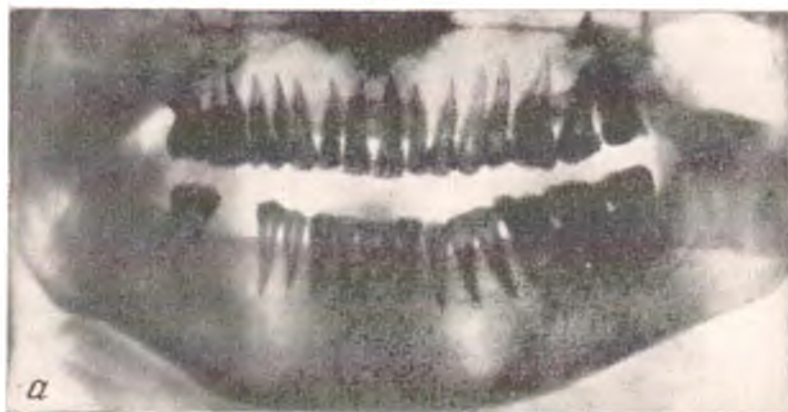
Последовательность деформации зубных рядов при вторичной частичной адентии (рентгенограммы).
